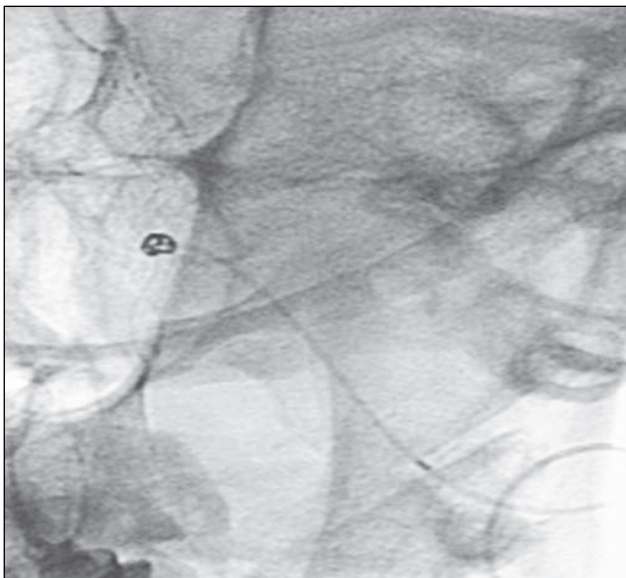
Флюороскопический снимок в ходе рентгеноэндovasкулярной эмболизации отделяемыми микроспиральями аневризмы и фенестрации вертебробазилярного сочленения
